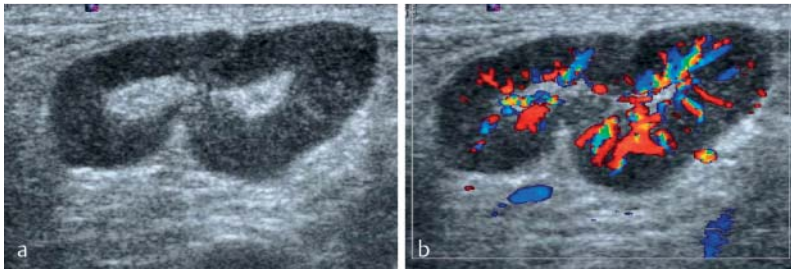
Chronically inflamed lymph node of the groin in a patient with chronic *ulcus cruris* a on B-mode image and b color Doppler sonographic image. The cortex is uniformly widened (cortical width 5 mm), the hilum is visible (preserved sonographic lymph node architecture). The vascularization is increased and the vascular tree is preserved on color Doppler sonography (8.9 MHz, 900 PRF, 50 WF).
